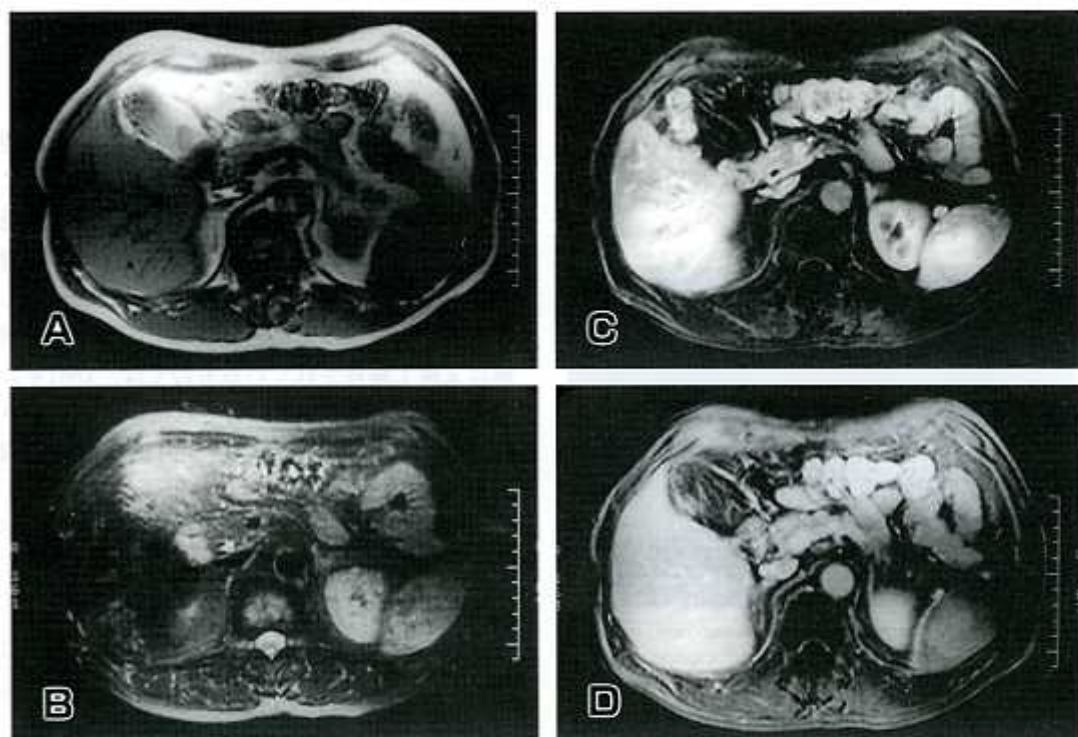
MRI shows a low intensity tumor on T1-weighted images, TR/TE : 180/4.2 (3A) and one of iso-intensity on T2-weighted images, TR/TE : 4000/87.1 (3B). In a Gd-DPTA study, the tumor is of high intensity during the early phase (3C), and is of iso-intensity during the late phase (3D).
